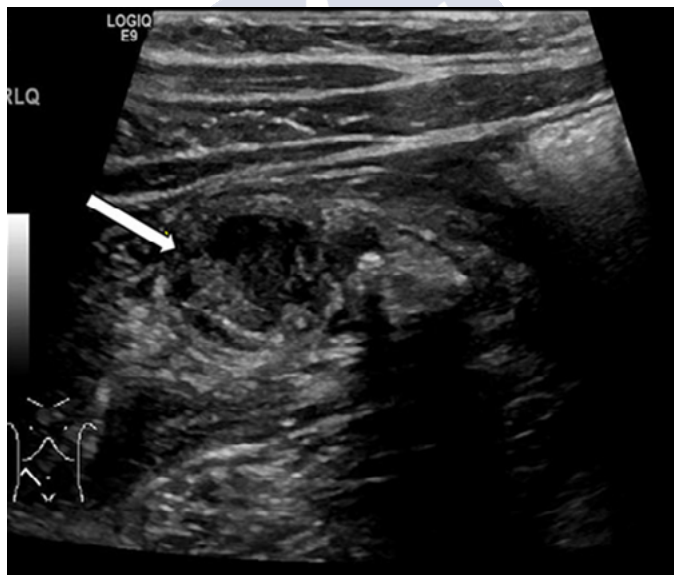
Ecografía de hallazgos secundarios positivos de apendicitis aguda. No se identifica el apéndice. Fuente: Rentea RM., et al., *Pediatr Surg Int*, 2016;33(3):269-83. Reproducida bajo licencia de Springer Nature.
